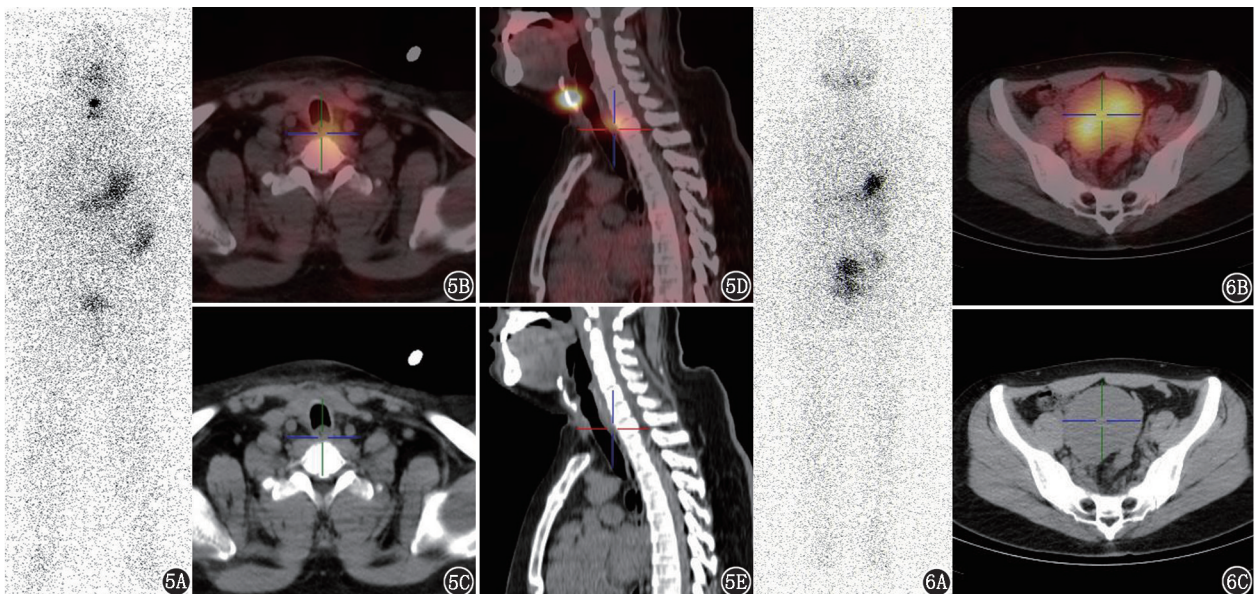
甲状腺癌术后患者(男,40岁)¹³¹I 全身显像及 SPECT/CT 显像图。5A.平面图见颈部多个摄碘灶,口咽、胃、部分肠道及膀胱正常显影;5B~5E. SPECT/CT 横断面及矢状面见食管憩室摄取,另可见上颈部甲状舌管残余摄取 图 6 甲状腺癌术后、卵巢囊肿患者(女,31岁)¹³¹I 全身显像(6A)及 SPECT/CT 显像(6B, 6C)图。右侧卵巢见一囊肿,大小 7.1 cm×6.8 cm×8.6 cm,显像剂摄取不均匀增高
